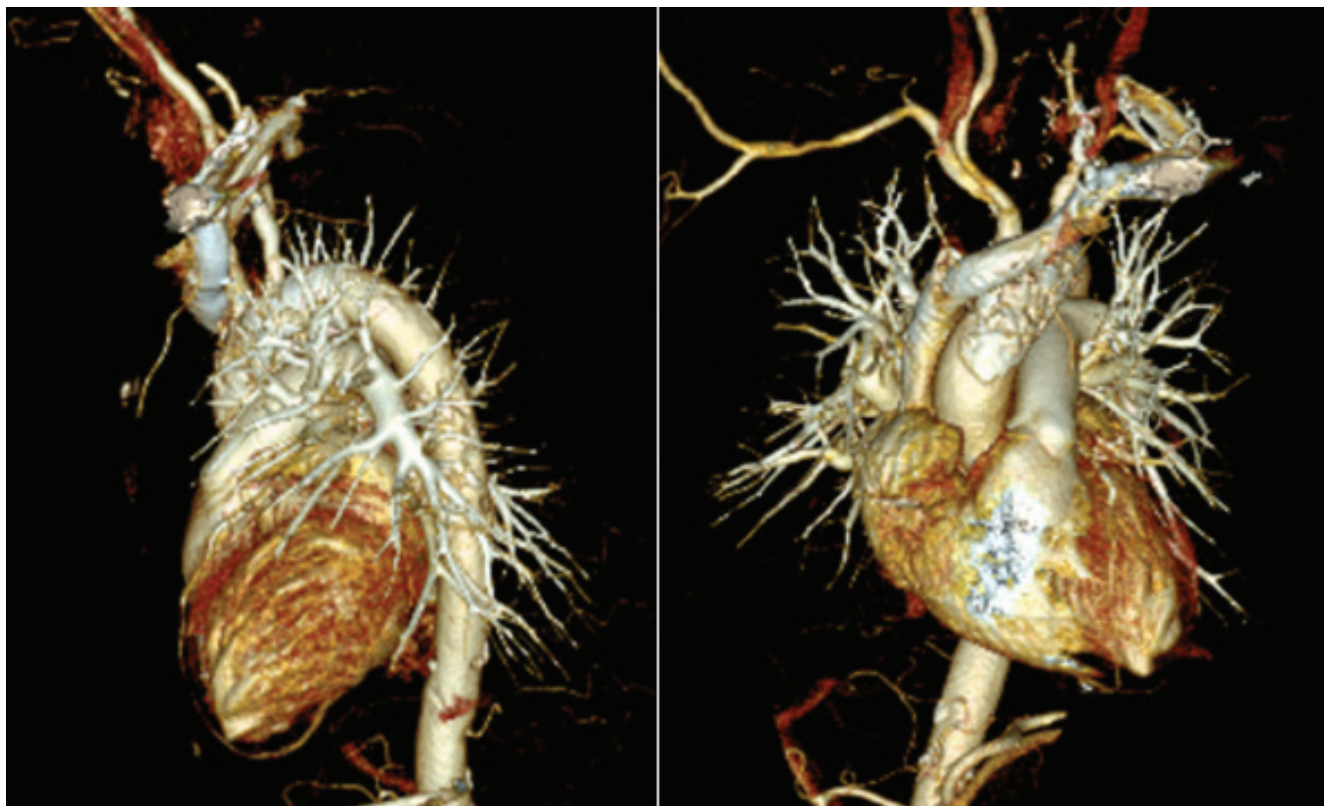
Компьютерная томография сердца и аорты пациентки.
